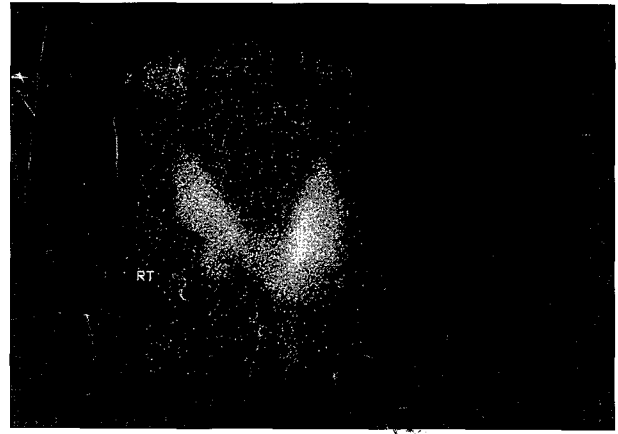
Thyroid scintigram shows cold spot in the lower portion of the right lobe thyroid.
